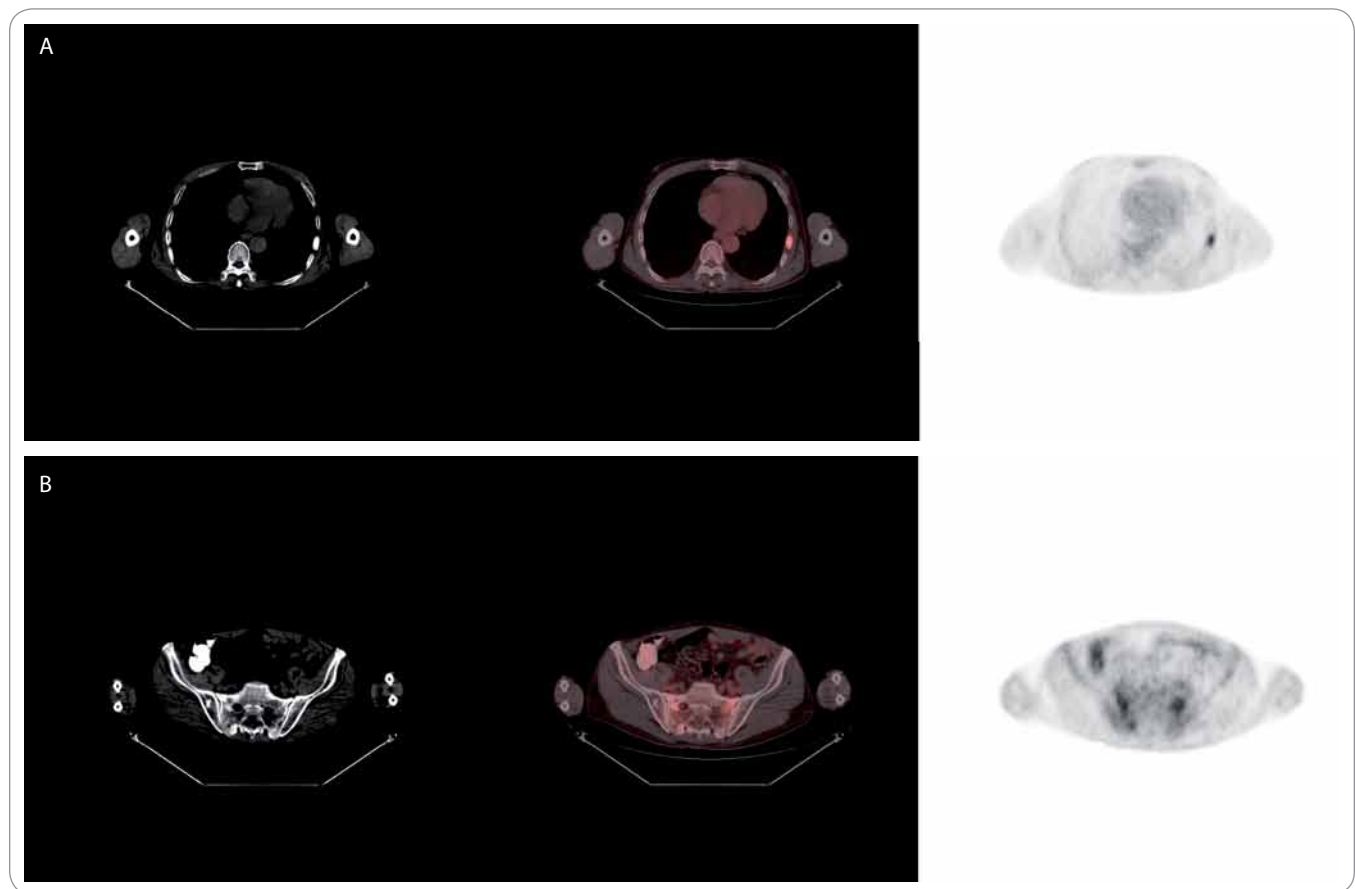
A, B. GISTs metastatic bone lesions in PET/CT.
